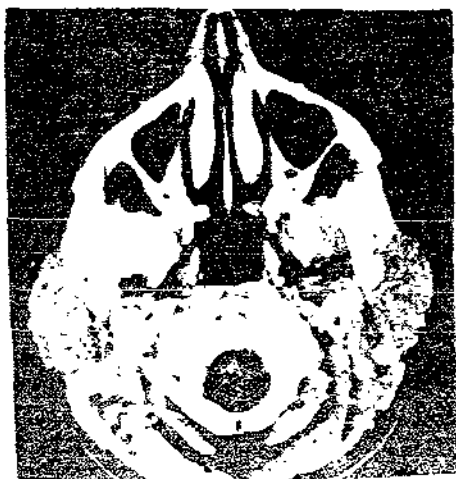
Imagen de TC sin contraste, muestra unas parótidas agrandadas y densas. Sialosis
